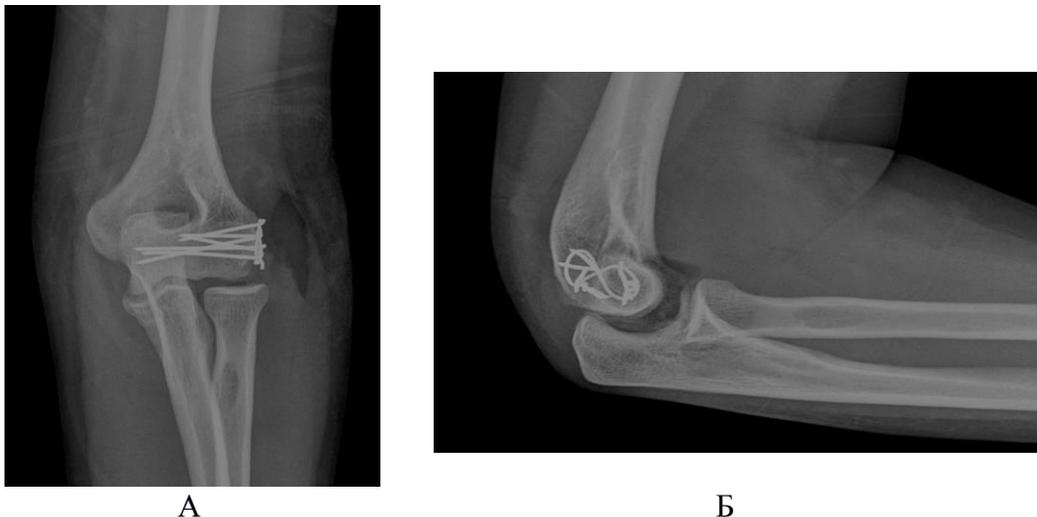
Рентгенограммы левого локтевого сустава в прямой (А) и боковой (Б) проекциях. Остеосинтез головчатого возвышения с частью блока левой плечевой кости
